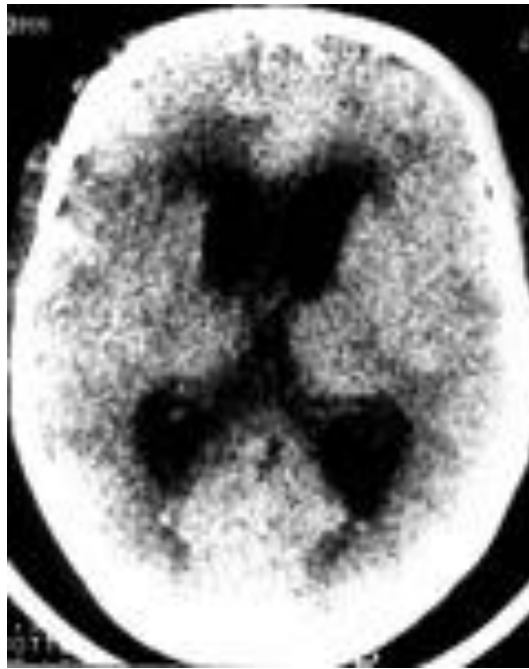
CT signs of acute internal hydrocephalus with increased size of the anterior and posterior horns of the lateral ventricles
